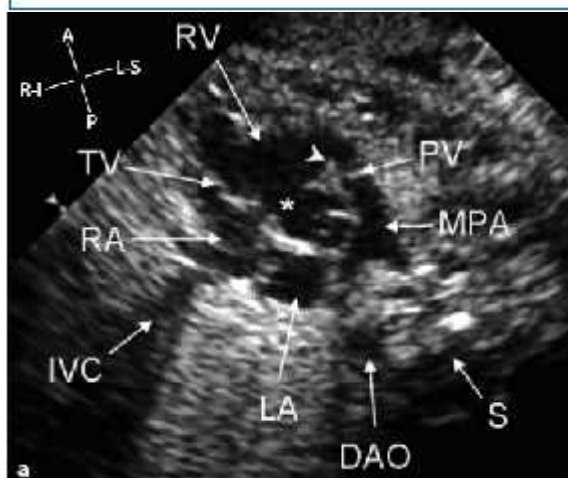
doppler màu ở thai 22 tuần bình thường:
